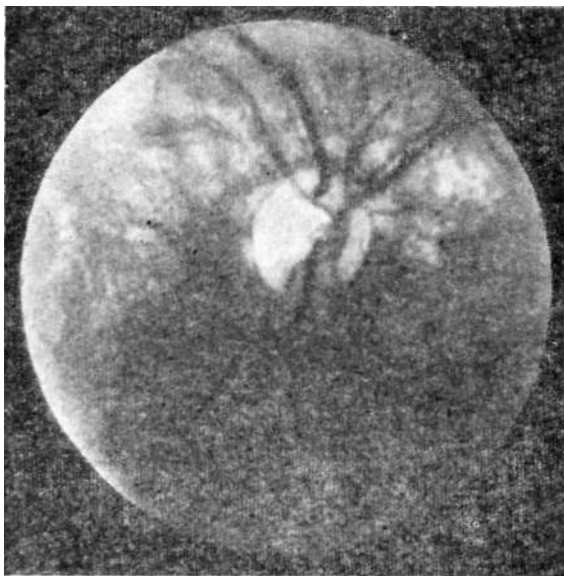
Контузионное помутнение сетчатки.
